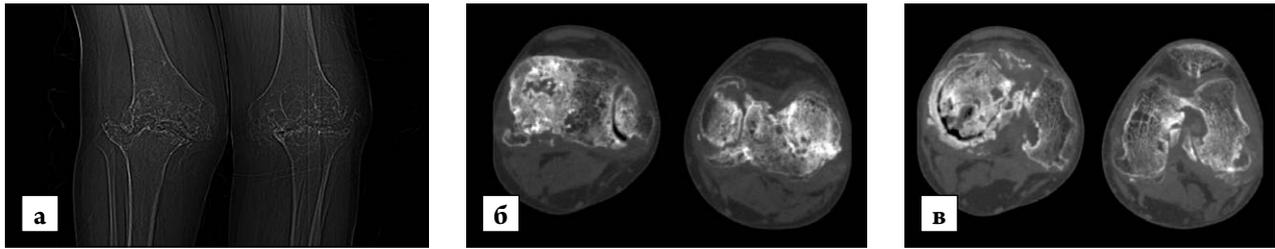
Цифровая (а) и компьютерная томография, аксиальные срезы (б, в) пациента Ф., 35 лет, с гемофилической артропатией коленных суставов, гемофилия А, тяжелое течение
